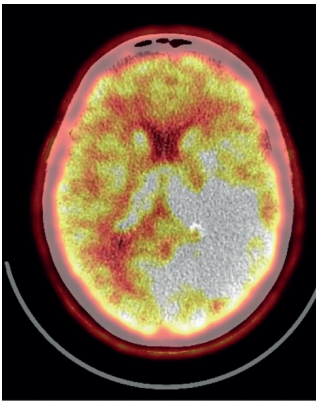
ПЭТ/КТ с ^{11}C -метионином перед протонной терапией. Диффузный продолженный рост глиомы с признаками анаплазии
